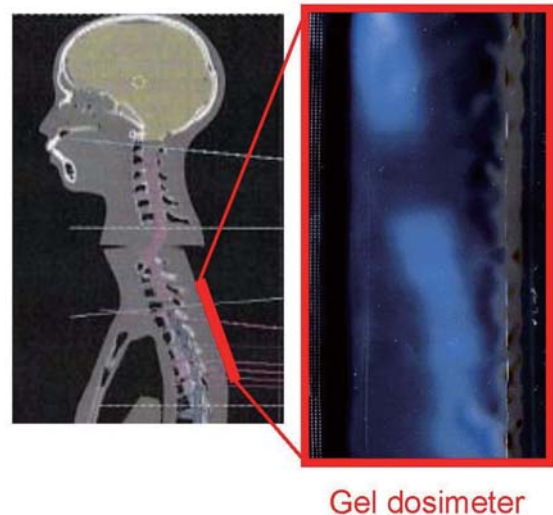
Dose distribution of X-rays on body surface for whole spine cord cancer therapy.
